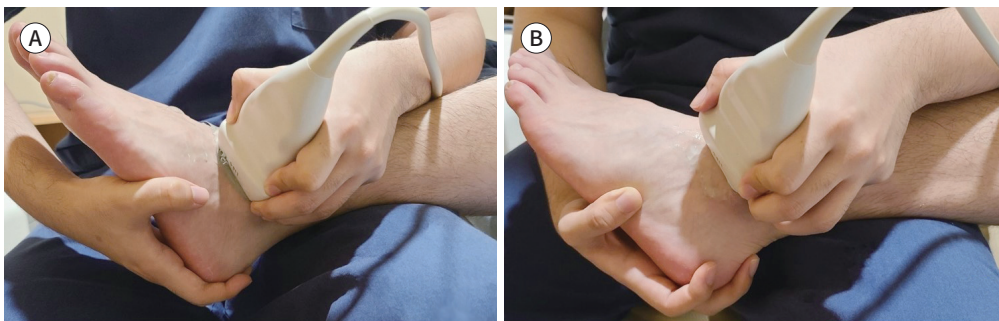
Technique of stress ultrasound.
